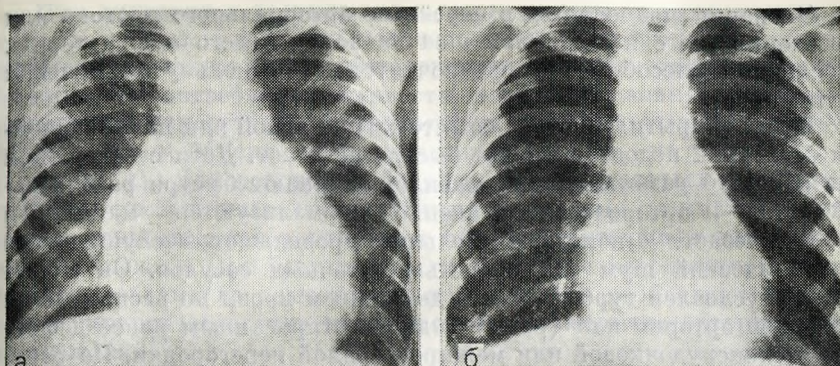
52. Рентгенограммы грудной клетки ребенка с открытым артериальным протоком.
